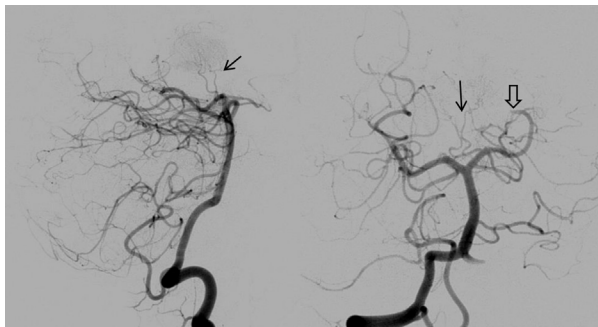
Arteriografía cerebral: estudio selectivo de la arteria vertebral derecha (proyecciones lateral y AP). Las flechas finas indican las arterias de Percheron con la hipervascularización talámica izquierda correspondiente al área del infarto agudo apreciado en la secuencia DWI de la RM inicial. Flecha hueca: oclusión de la arteria cerebral posterior izquierda embólica.
